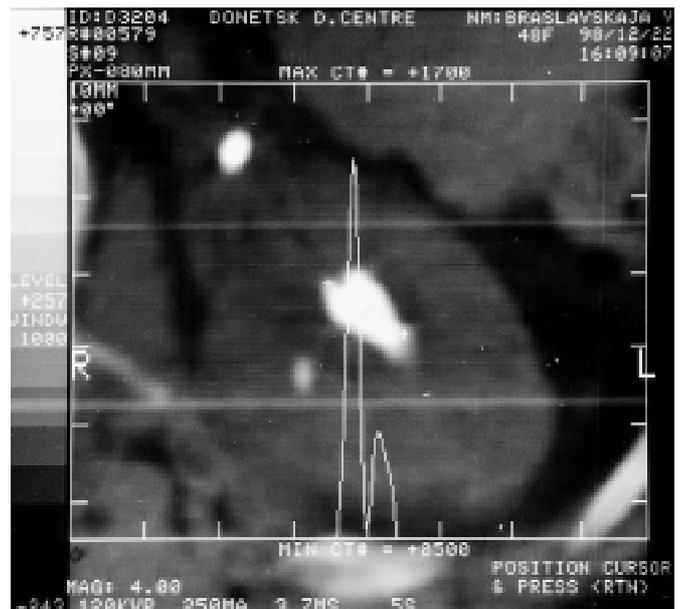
Комп'ютерна томограма каменя лівої нирки. Лінійна характеристика зміни щільності у виділеному відрізку КТ-скана конкременту
